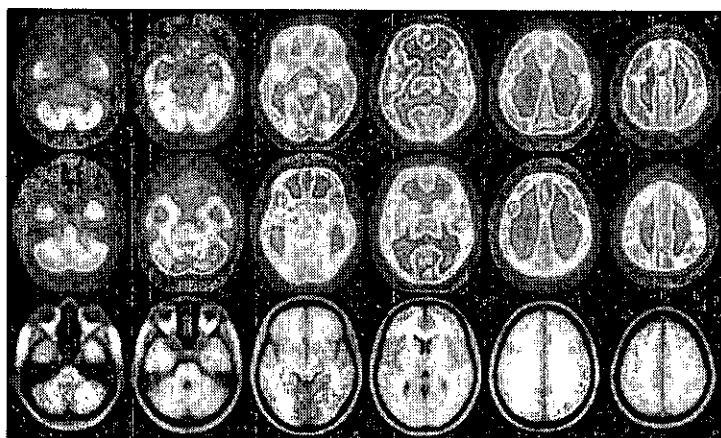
自作した FDG テンプレート (上段)、血流テンプレート (中段)、同じ部位の平均 MRI 画像 (下段) を示す。側頭葉内側部や後頭葉など、静脈洞に近い部位で FDG と血流の分布が大きく違っていることがわかる。
